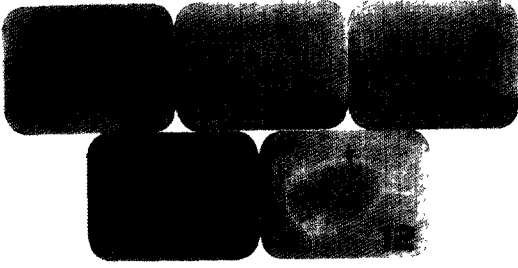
Radiograph showing the calvarial tissue block 1, 3, 5, 8, and 12 weeks after surgery. The resorbable implant is observed.
